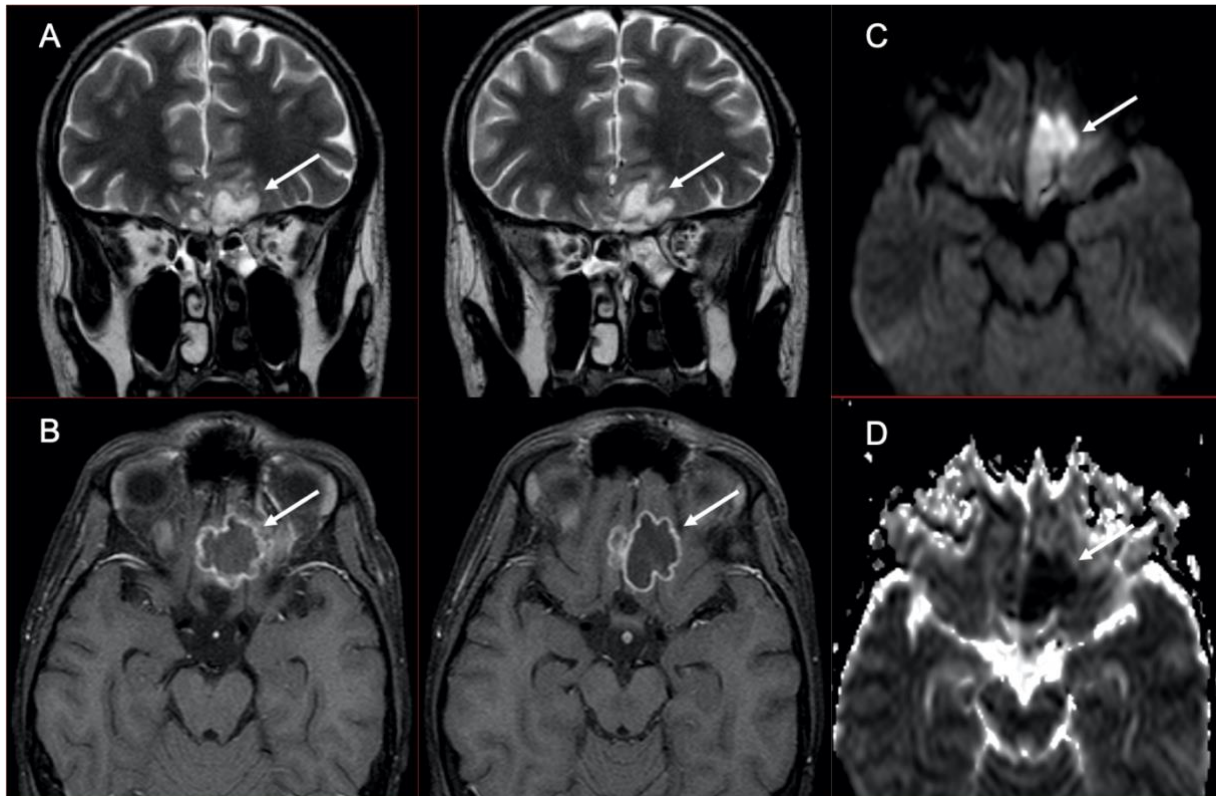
Cas 64 : Adolescent de 16 ans : baisse de l'acuité visuelle et ptosis à gauche au cours d'une aplasie en phase d'induction d'une LAL T. Dix jours avant, le patient a été traité pour une ethmoïdite gauche. L'IRM cérébrale montre une collection basi-frontale (flèches) gauche en hypersignal T2, hypersignal diffusion (C) avec restriction sur la cartographie ADC (D). Après injection (B), il existe un rehaussement périphérique de la collection. Il s'agit d'un abcès intra-cérébral basi-frontal gauche. Il a été réalisé un drainage par voie endo-nasale. Les prélèvements ont révélé qu'il s'agit d'un abcès à *aspergillus fumigatus*. A noter sur la séquence T2 (A), un comblement ethmoïdal gauche et un petit abcès sous-périosté de la paroi interne de l'orbite gauche. L'évolution clinico-radiologique est satisfaisante sous antifongique.
